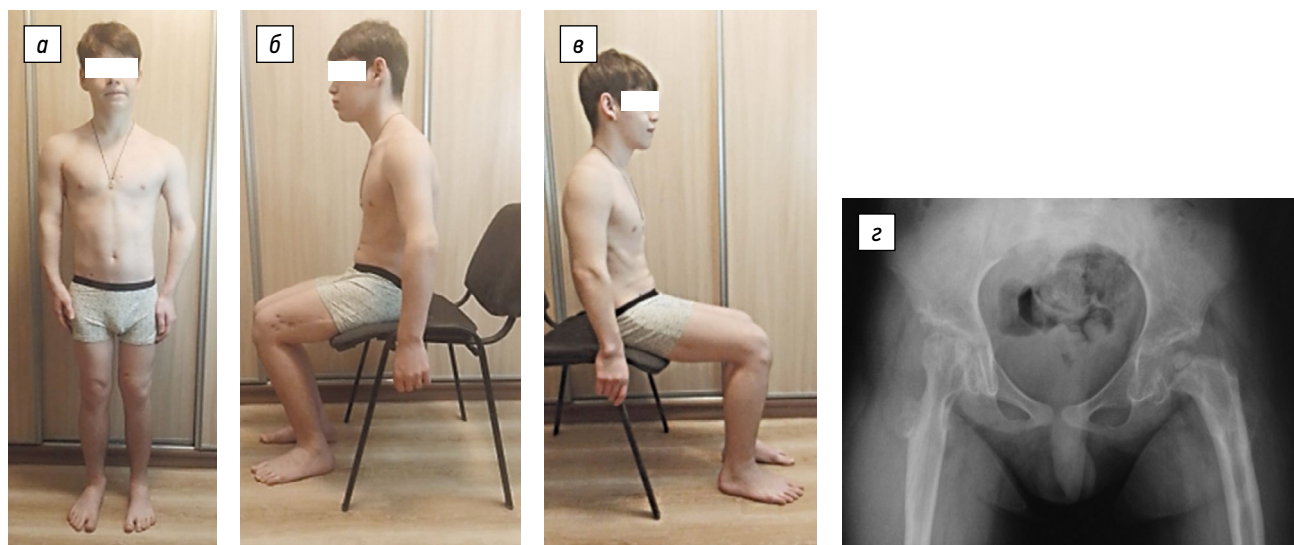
Внешний вид пациента (а–в) и рентгенограмма тазобедренных суставов (г) после стабилизации тазобедренных суставов и удлинения левого бедра (2021)
